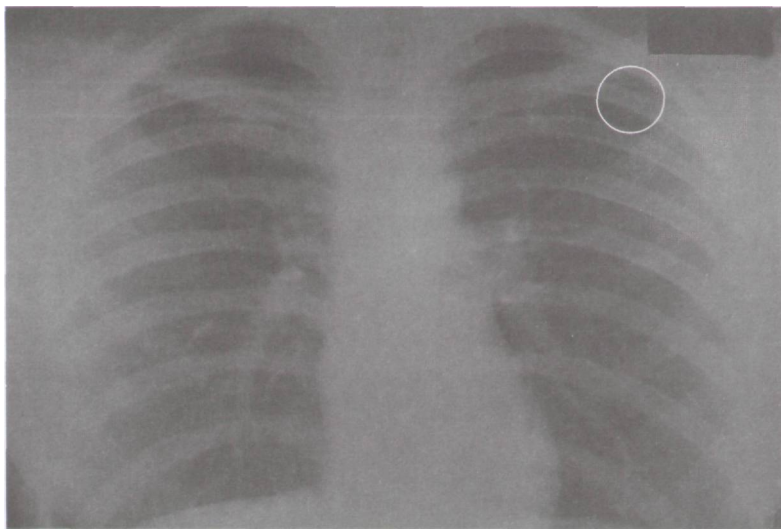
Рентгенограмма того же больного после операции
